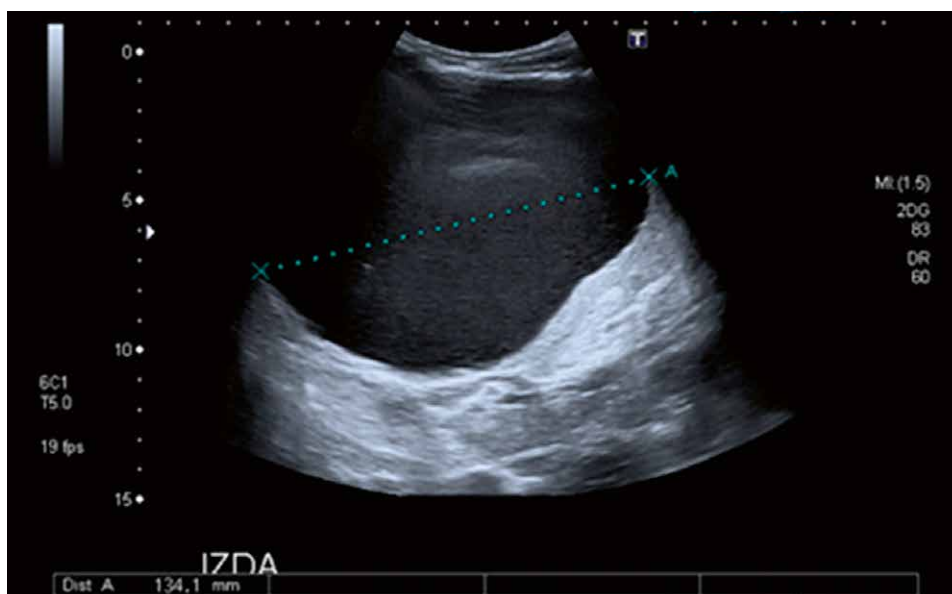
Ecografía abdominal de bazo. Se observa lesión quística de 134,1 mm.
